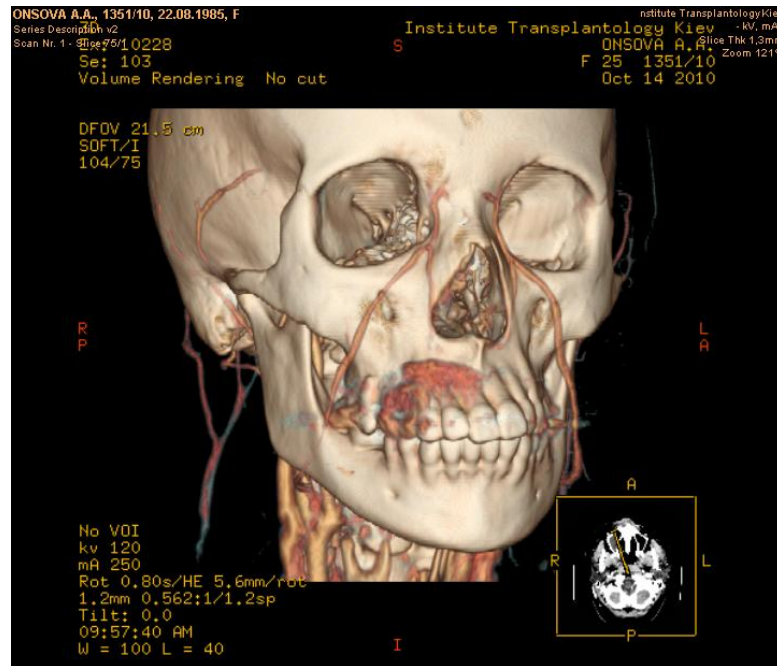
Компьютерная томография К – АВМ. Определяется заполнение мелких, извитых сосудов на уровне верхней губы из системы правой наружной сонной артерии.
